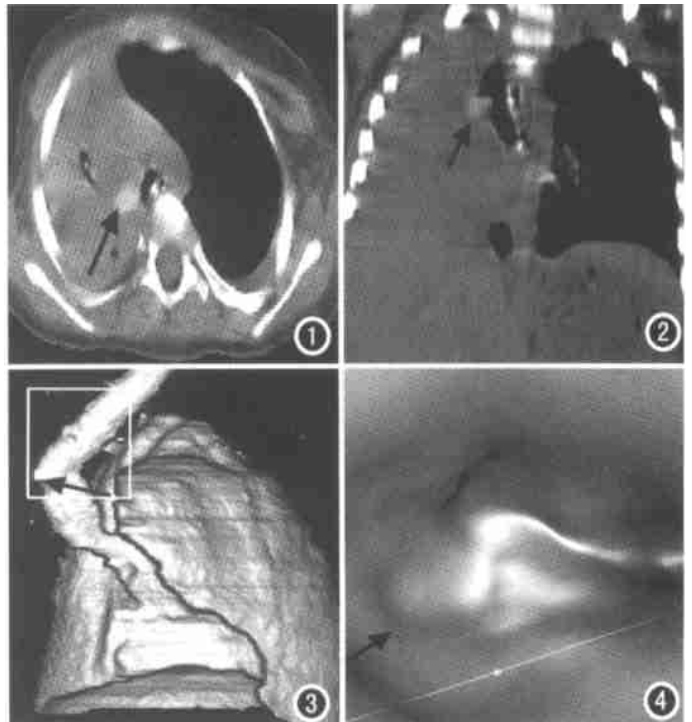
MSCT 轴位扫描见右肺不张,纵隔右移,右主支气管部位见一椭圆形高密度影(箭)。图 2 MPR 冠状面显示右主支气管开口处腔内高密度灶(箭),大小 1.0cm × 0.6cm,CT 值 86HU。图 3 SSD 显示右主支气管开口处鸟嘴状闭塞(箭)。图 4 VE 见右主支气管腔内不规则物堵塞(箭)。
